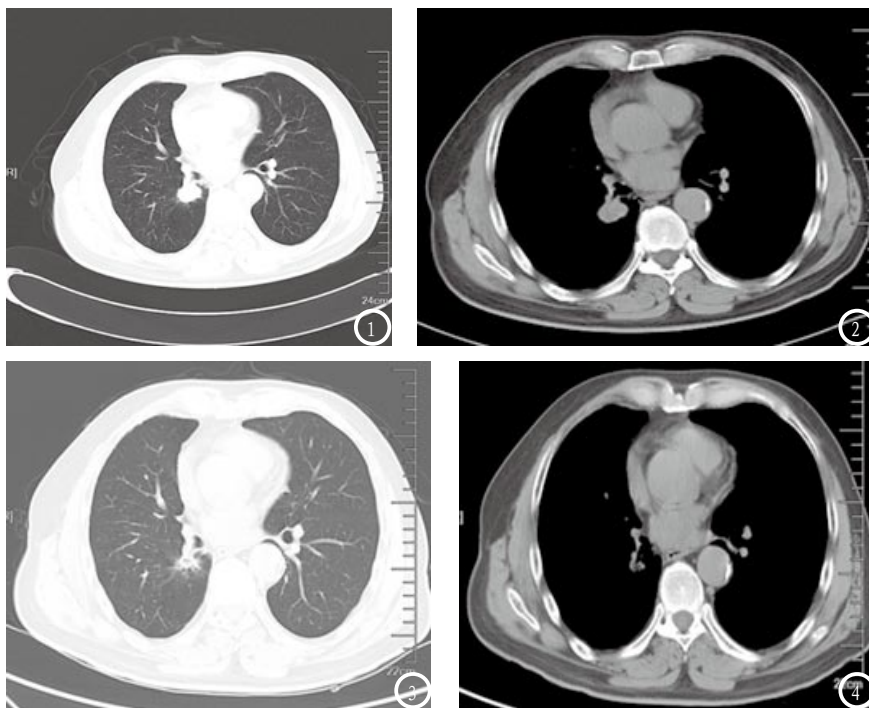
化疗前。CT显示右肺门后下方见结节状软组织密度肿块灶分布，大小约 $1.9 \times 2.2\text{cm}$ 左右，边缘稍欠光整。余双侧肺野内未见明显异常密度灶，纵膈内未见明显肿大淋巴结；图3-4 化疗后。CT显示右肺门后下方结节灶较前明显缩小，直径约 0.8cm ，边缘模糊，右肺容积缩小，右侧胸膜肥厚同前相仿。纵膈内未见明显淋巴结肿大。
